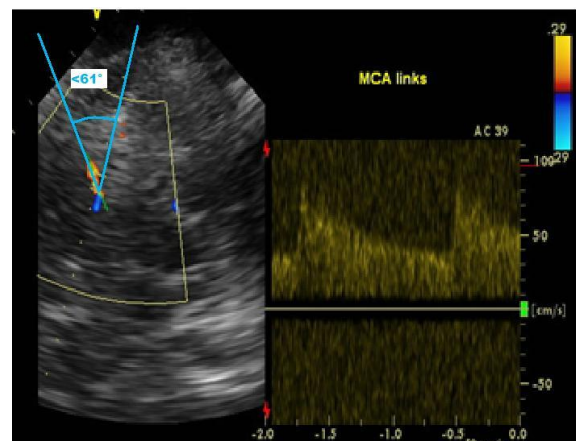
duplexsonographische Messung der MCA, günstiger Beschallungswinkel (eigenes Bild)
